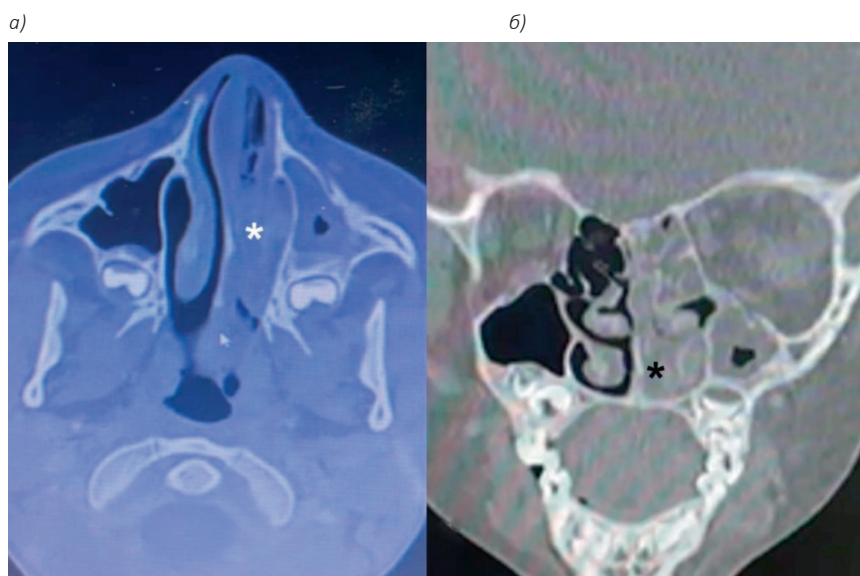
На КТ околоносовых пазух с контрастным усилением в аксиальной (а) и коронарной (б) проекциях визуализируется участок «плюс»-ткани, интенсивно накапливающий контраст (*)
